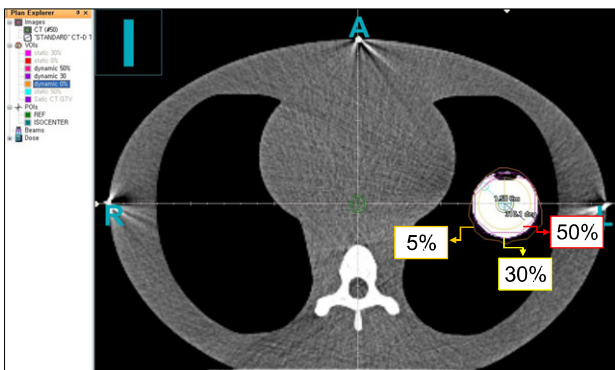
Axial PET images of VOIs acquired from 50%, 30% and 5% SUV.
